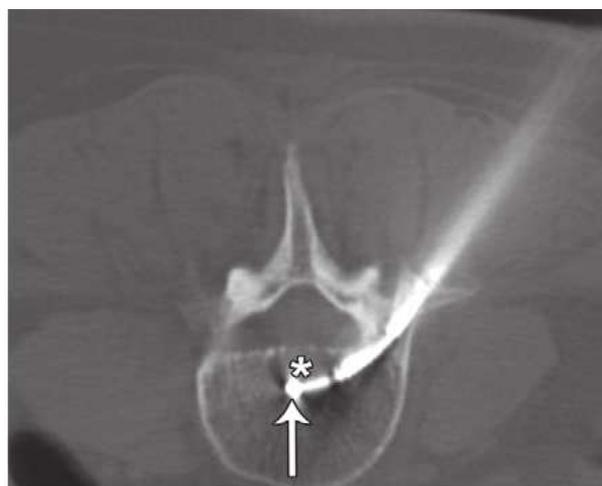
Instrument d'ablation mis en place (Image TDM, d'après [14])
